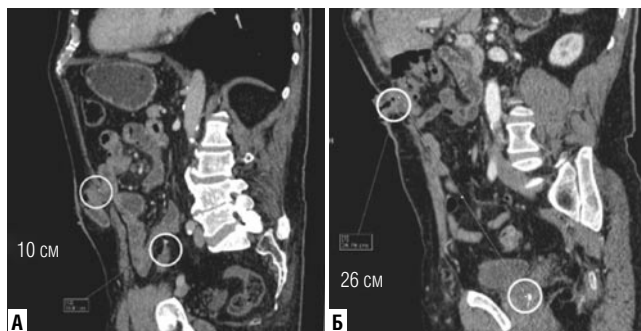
МСКТ органов брюшной полости и малого таза с оценкой степени диастаза стомированной петли и дистальной культи. А – диастаз между стомой и дистальной культей 10 см. Б – диастаз между стомой и дистальной культей 26 см.
